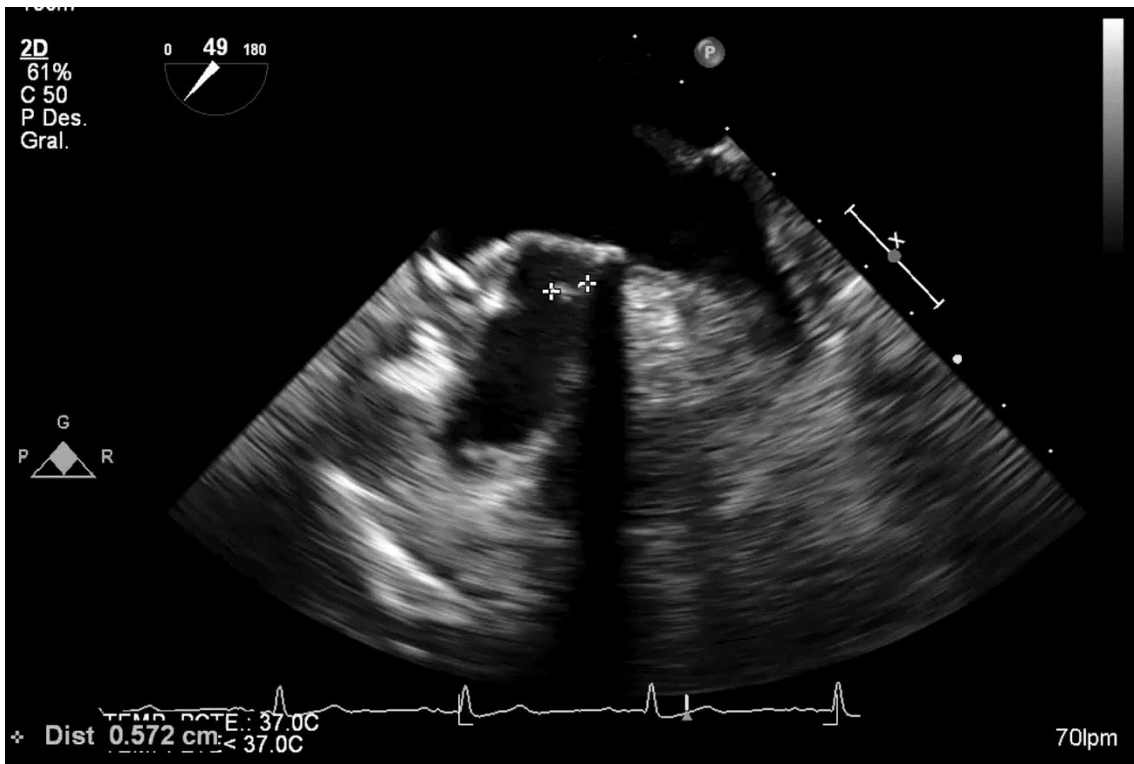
Ecocardiografía transesofágica: Se observa imagen hipermóvil inferior a discos protésicos mitrales.
